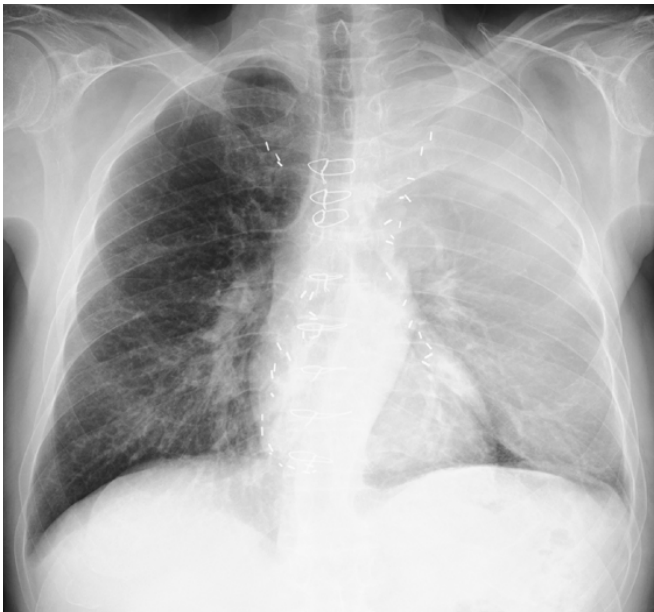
Radiografia torácica demonstrando derrame pleural esquerdo.
